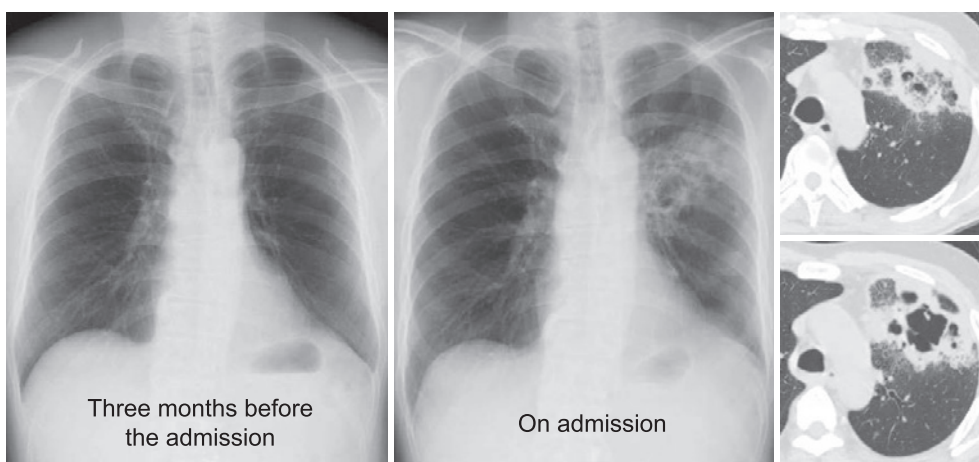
(case 2) Chest X-ray film on admission showed a cavitary lesion and consolidation (middle), which were not seen three months earlier (left). Chest CT on admission (right) showed multiple consolidations with cavities accompanied by ground-glass opacities.
